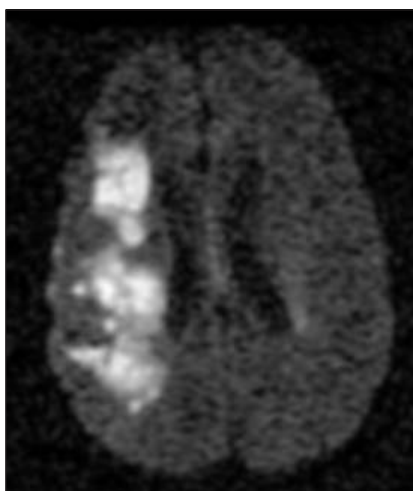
МРТ. Очаг ишемии в СМА (DWI) у пациента с ранними ВГП
